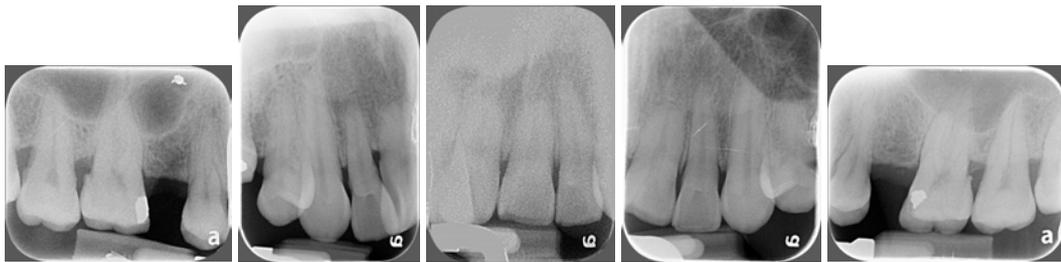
Radiografías periapicales del paciente.
